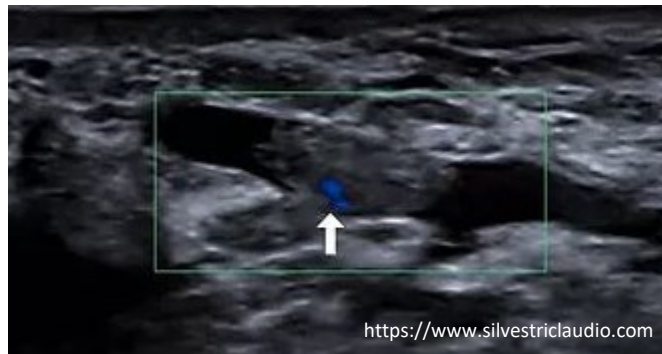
papilloma in ecografia con color-doppler
